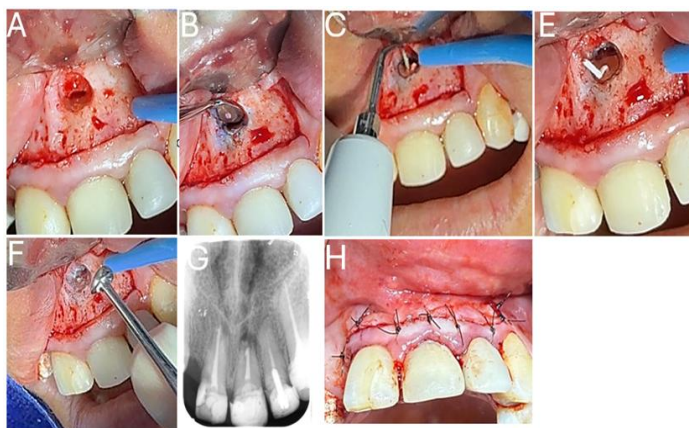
A) Incisión intrasulcular con mango de bisturí número 3 y hoja número 15, con lo que se delimita el diseño del colgajo para el acceso quirúrgico. B) Levantamiento de colgajo mucoperióstico de espesor total, con exposición del sitio quirúrgico. C) Identificación del defecto óseo con visualización de la ventana en la cortical vestibular, correspondiente al área periapical. D) Osteotomía realizada sobre la cortical vestibular utilizando turbina de alta velocidad y fresa redonda de carburo tungsteno, con lo que se amplía el acceso al defecto periapical. E) Legrado y remoción del tejido patológico del defecto mediante curetas de Lucas número 84/85; para ello, se limpia el lecho quirúrgico. F) Visualización del ápice radicular posterior a la resección apical. G) Aplicación de azul de metileno en la ventana para mejorar la visualización y la delimitación del área quirúrgica.
